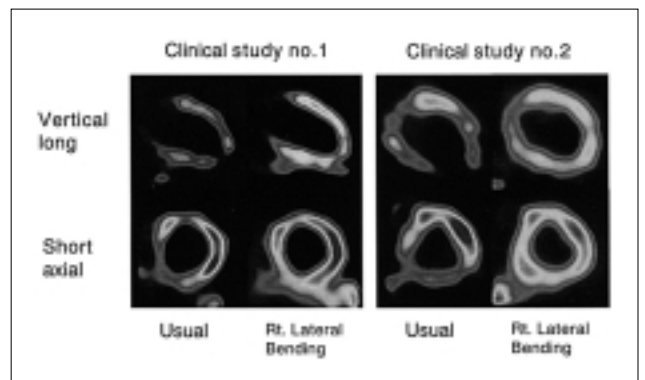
Effect of right lateral bending position in clinical studies. Comparison of SPECT images between the usual position and right lateral bending position.
